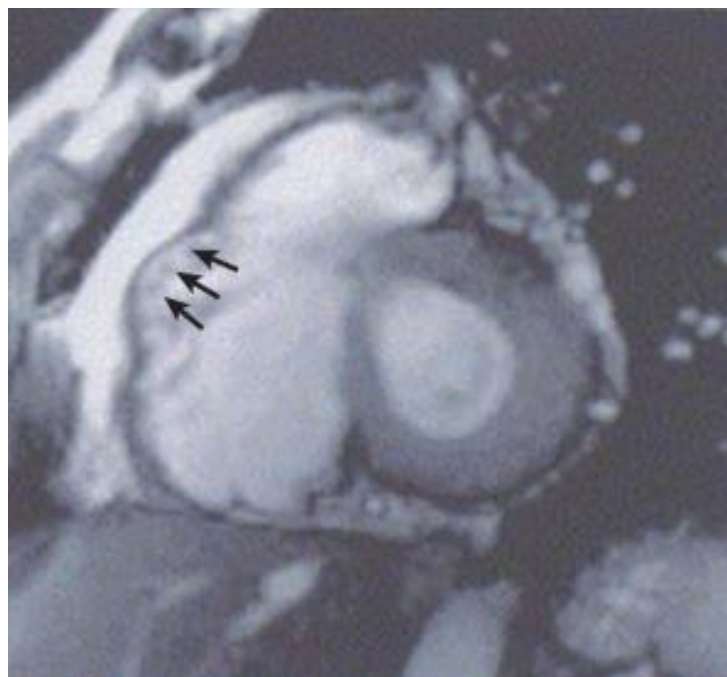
Visualização de alterações da mobilidade do VD e de aneurisma (setas) por ressonância magnética na DAVD
